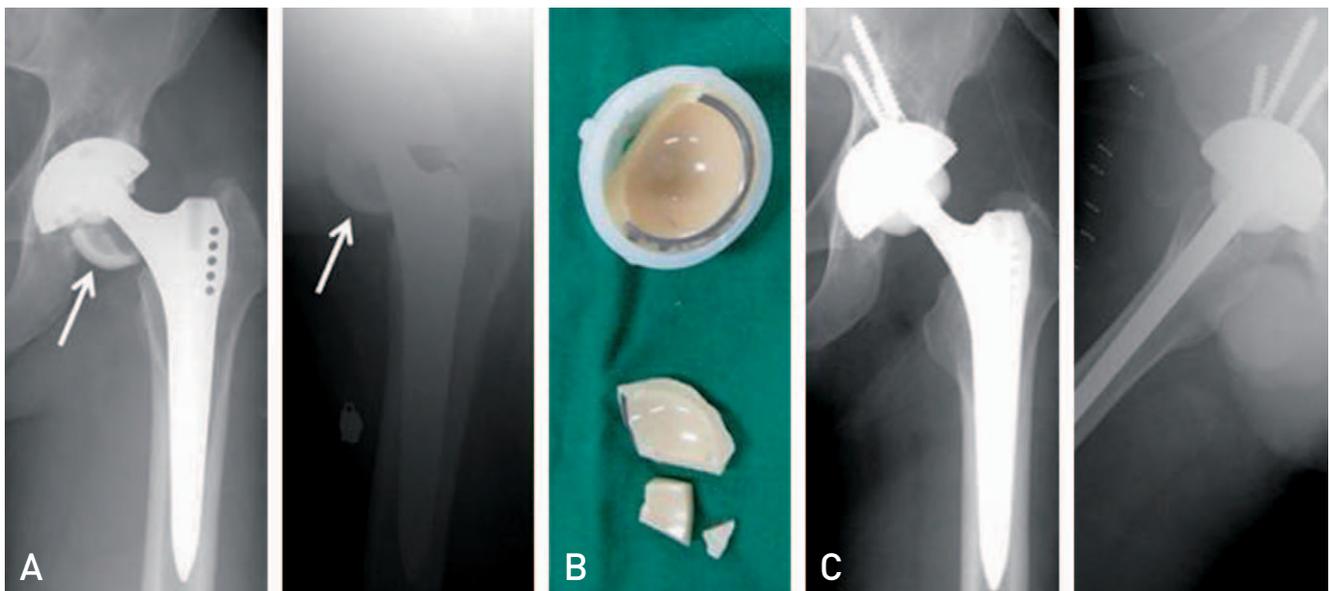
(A) Radiographs show broken pieces around femoral stem [arrows]. (B) Photographs show a fractured ceramic liner. Ceramic liner was broken in multiple pieces. (C) Radiographs after acetabular cup, polyethylene liner and ceramic head changed.
